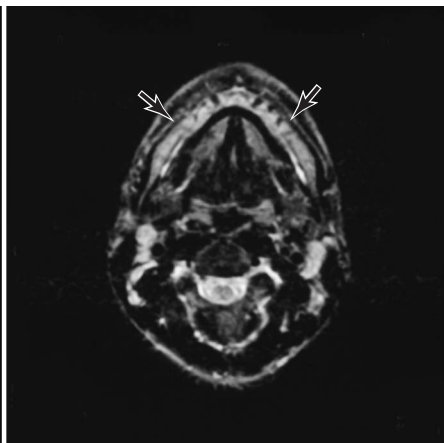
正常下顎骨のスピンエコー法のT2強調横断像：下顎骨骨髓は脂肪髄により高信号を呈している(矢印)
